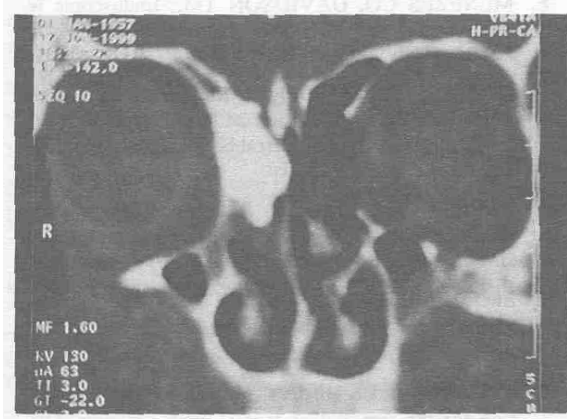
Koronal BT'de frontoetmoid osteom..
